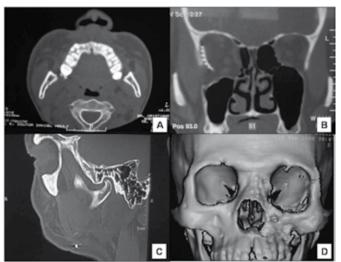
TC em cortes axial (A), coronal (B), sagital (C) e 3D (D).
